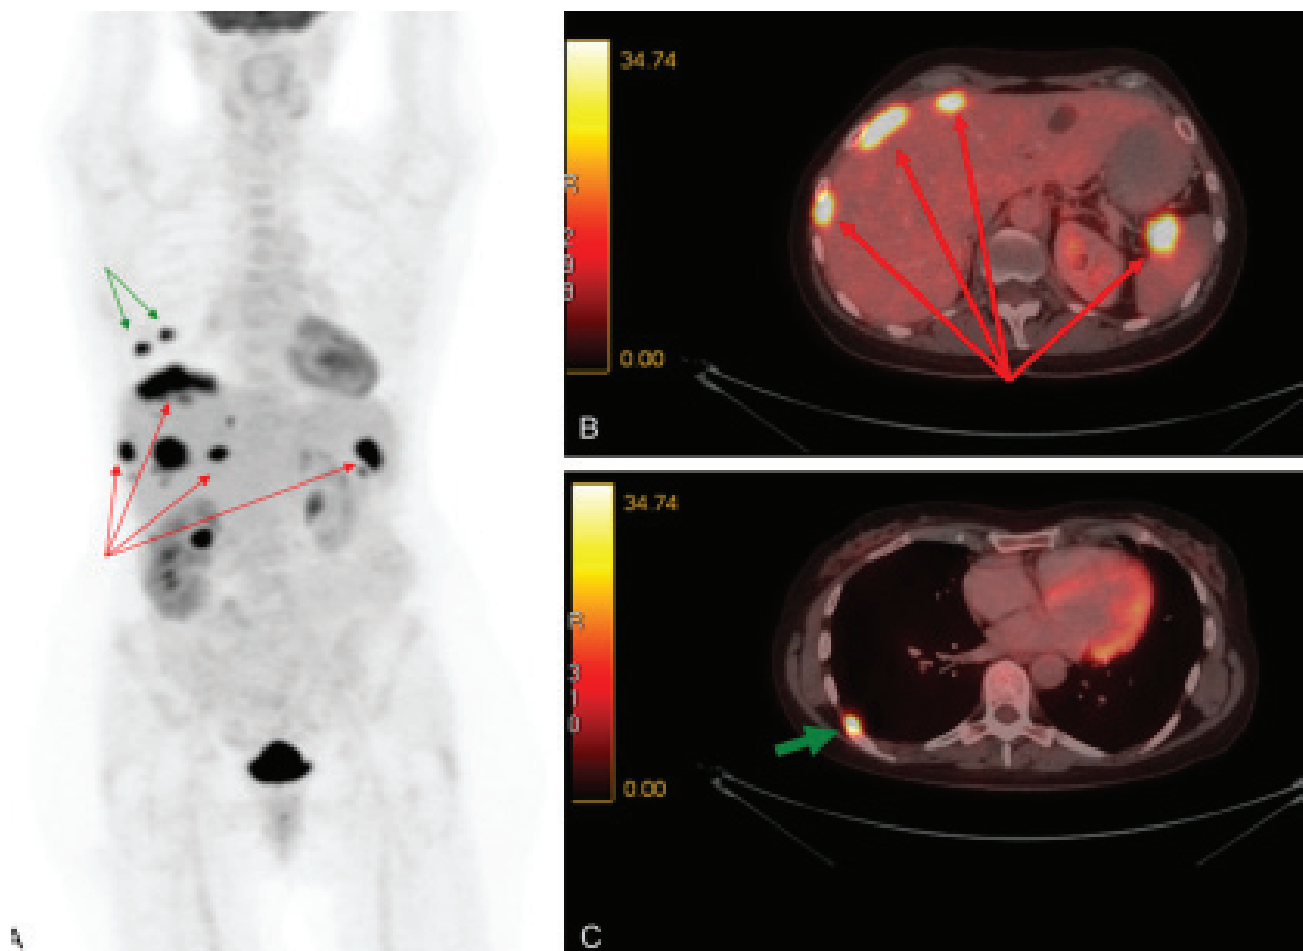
Рак ободочной кишки. На предоперационных изображениях метастазы не обнаружены, но во время операции опухолевая ткань была удалена с брюшины. ФДГ-ПЭТ/КТ была выполнена для диагностики остаточного процесса. ПЭТ-изображение всего тела (А) и совмещенные аксиальные ПЭТ/КТ изображения (В, С) определяются множественные перитонеальные (красные стрелки) и плевральные метастазы (зеленые стрелки) [7].
